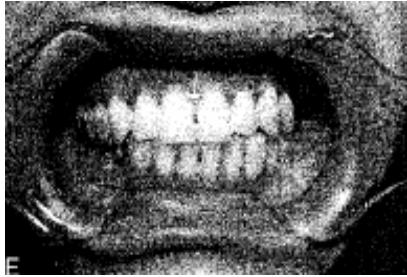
Caso 2 A) Vistas oclusal y B) Panorámica preoperatorios, que muestran la maloclusión causada por reducción del lado izquierdo de la mandíbula. C) Vista oclusal y D) Ortopantomografía 6 meses post – quirúrgicos, que muestran una marcada mejora en la oclusión. Noboyuki Mitsukawa MD. Clinical Application of Distraction Osteogenesis for Traumatic Maxillofacial Deformities. Supplied The British Library “The World’s Knowledge”, Kurume Japan, 2006.
